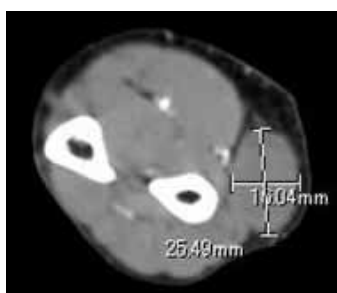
CT showing: The tumor was 25 × 16 mm and isodensity.
